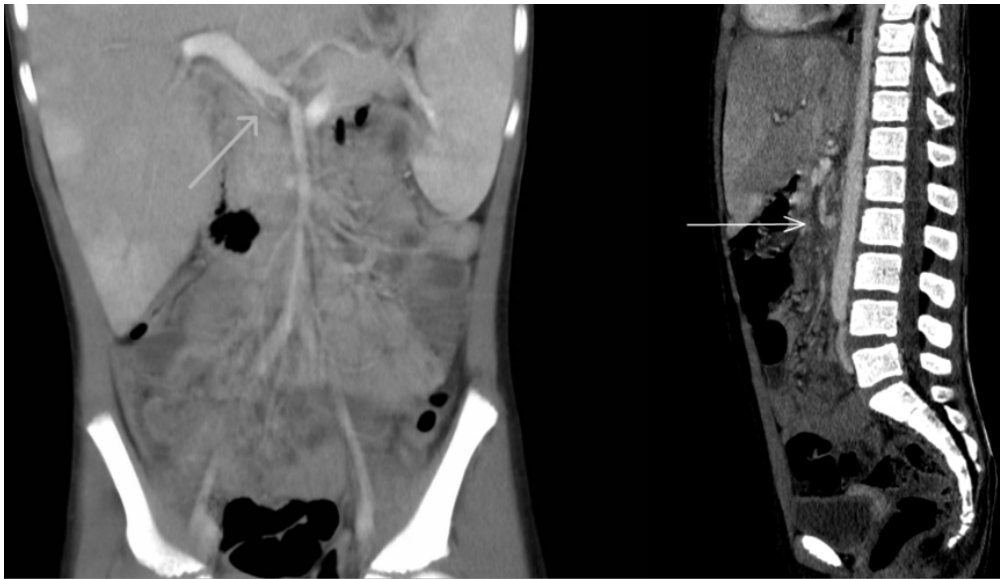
TAC se objetiva trombosis portal (izquierda) y trombosis en vena mesentérica superior (derecha).
